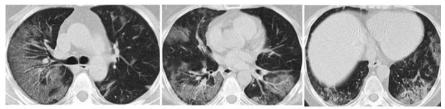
МСКТ органов грудной клетки пациентки Р. от 12.2020
